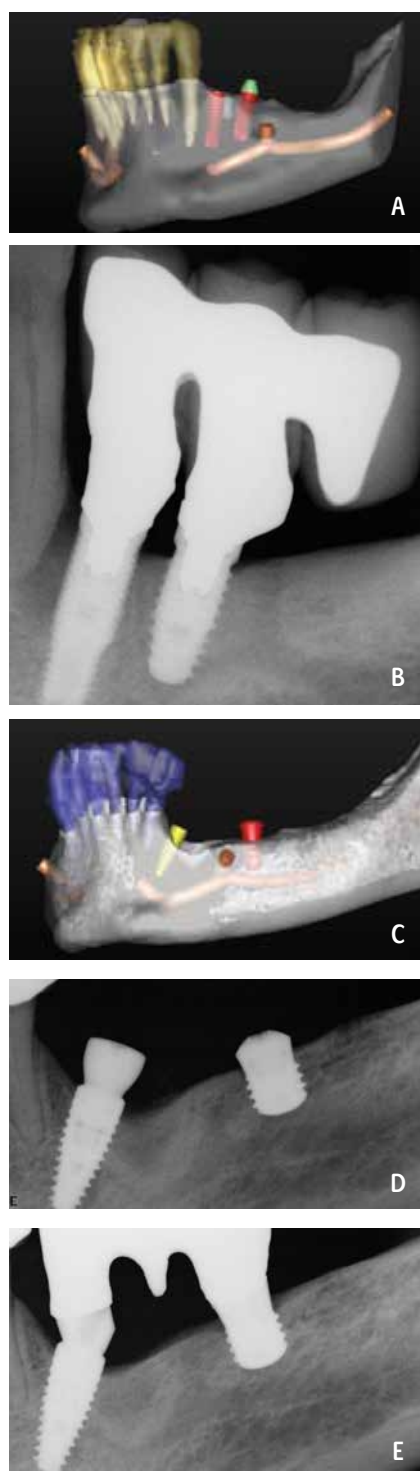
Mandibular virtual imaging from CBCT facilitates computer assisted planning and design, CAD for implant placement around critical anatomical structures. The utilization of tapered and short implants is enabled by these technologies (8-23)
